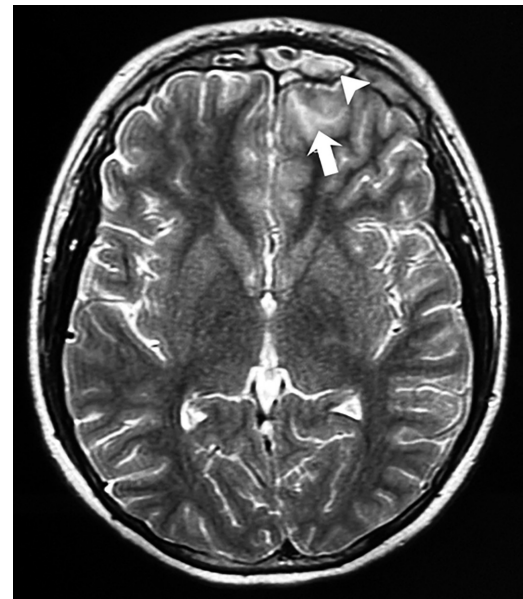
Resonancia magnética de cerebro, corte axial. Se observa zona focal de hiperintensidad en el lóbulo frontal izquierdo (flecha), adyacente al seno frontal inflamado (punta de flecha) con realce tras la administración del contraste. Hallazgos compatibles con cerebritis focal.
